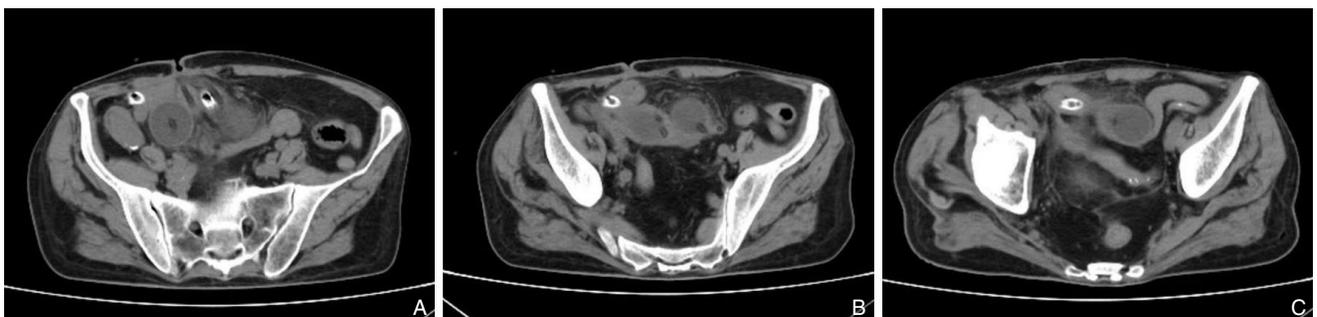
入院时腹部CT的影像表现 A: 远端小肠内封堵尿管球囊; B: 近端小肠内封堵尿管球囊; C: 腹腔内双套管引流
